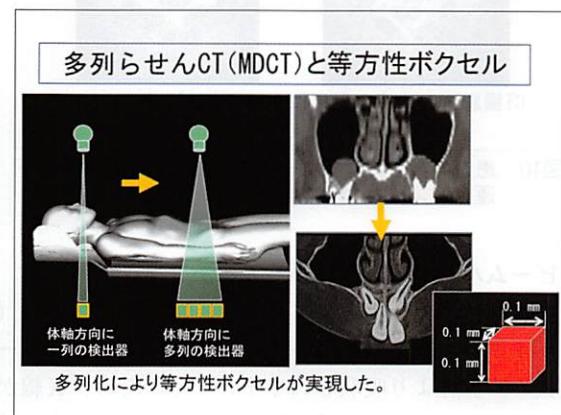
多列らせんCTと等方性ボクセルによるCT画像。
